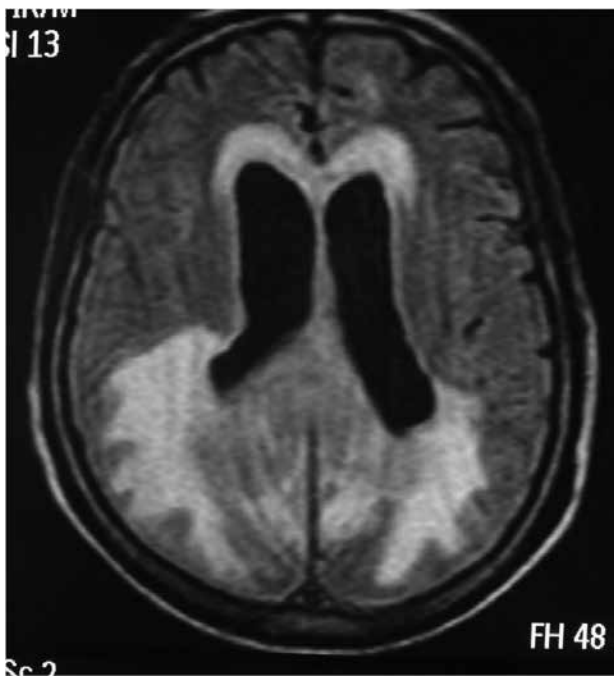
RMN T2: hiperintensidad de la sustancia blanca subcortical a nivel occipital y periventricular.
